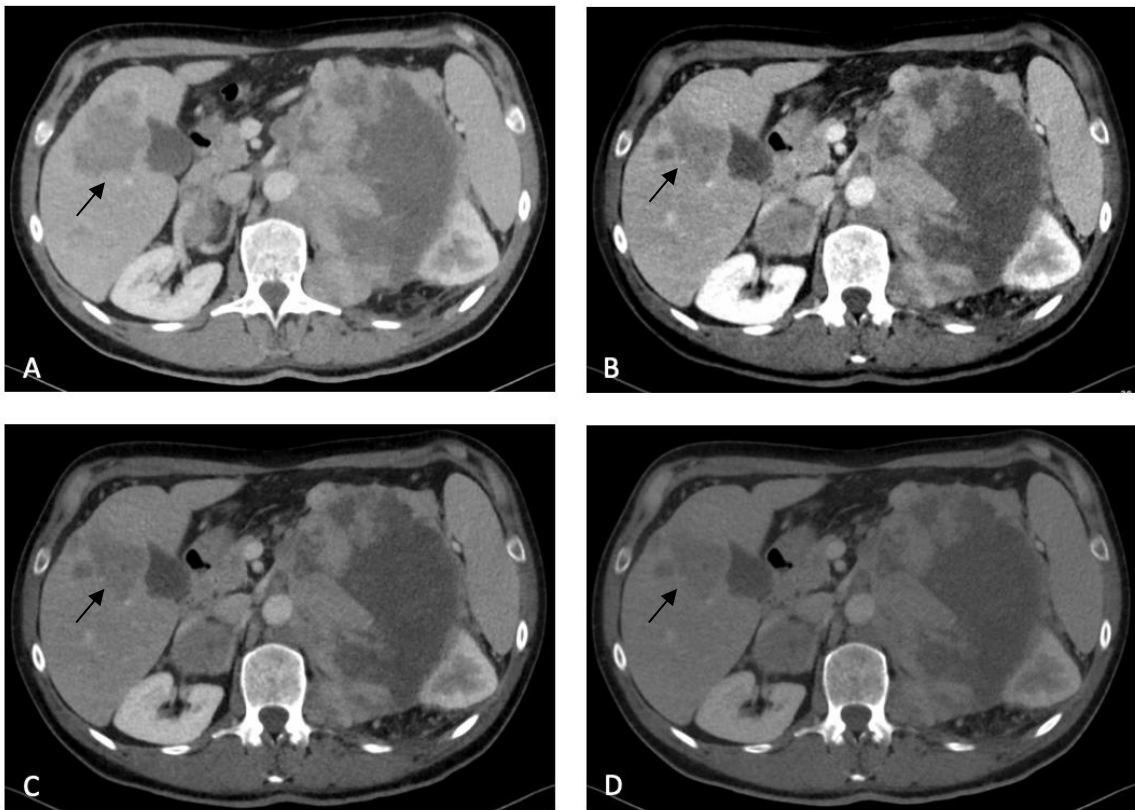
CT-Bilder eines 54-jährigen männlichen Patienten mit superfiziell-spreitendem Melanom Stadium IV mit Lebermetastasen (mit einem Pfeil ↑ markiert). Die Bilder wurden mit dem rausch-optimierten VMI+-Algorithmus bei 40 keV (B), 55 keV (C) und 70 keV (D) rekonstruiert. VMI+ wiesen eine gute subjektive und objektive Bildqualität auf sowie eine verbesserte diagnostische Sicherheit bei der Erkennung möglicher pathologischer Veränderungen. Das Bild der linear gemischten Standardrekonstruktion des CT der portalvenösen Phase wird zum Vergleich gezeigt (A).
